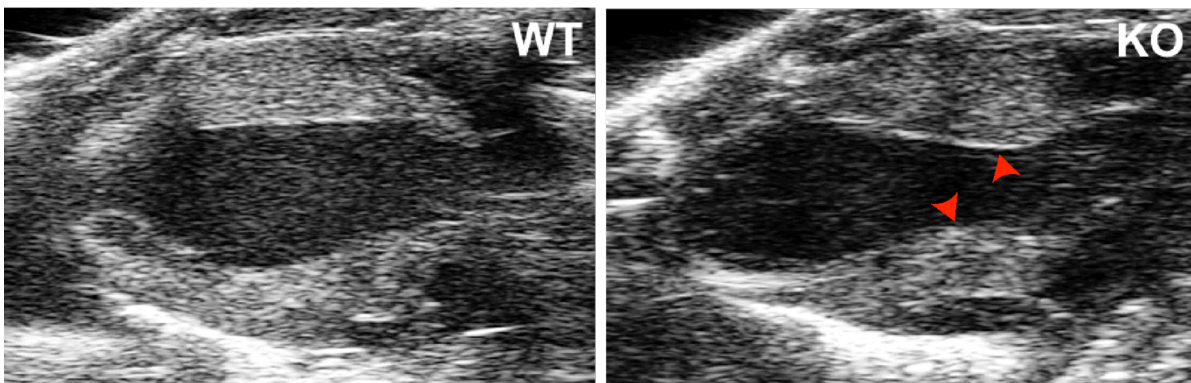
Echokardiographische Messungen nach 7-tägiger Ang II-Infusion.
